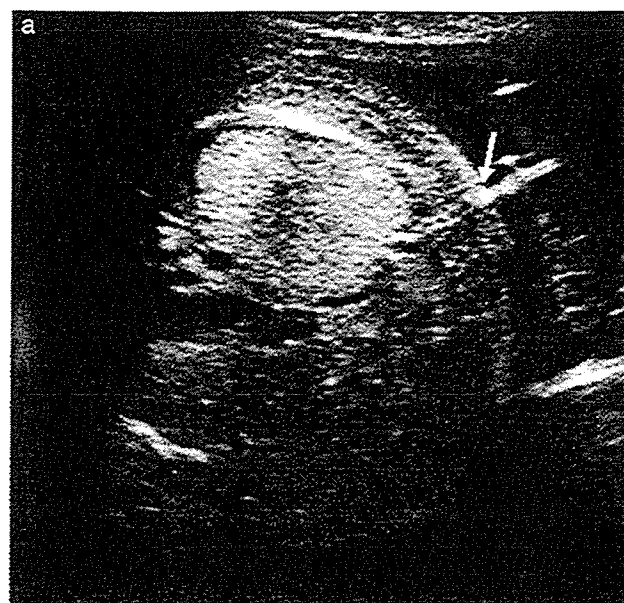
Ultrasonography of Case 1 after pleuroamniotic shunt insertion. (a) The shunt catheter (arrow) was placed into the left thoracic cavity, leading to disappearance of the pleural effusion. (b) One week after shunting, the pleural effusion and subcutaneous edema were no longer evident.
